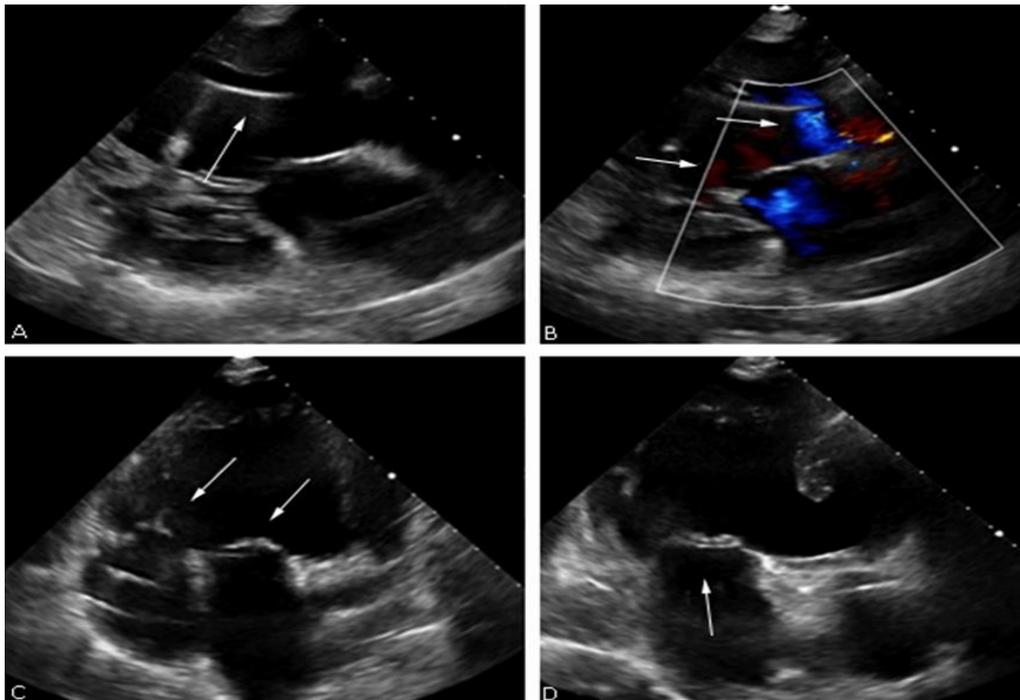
Ecocardiograma transtorácico. A: Proyección paraesternal eje largo: se observa cable de electrodo ventricular (flecha) y ausencia de septum interventricular. B: Doppler color: flujo turbulento ventricular por mezcla de sangre venosa sistémica y pulmonar (flechas). C: Eje apical 4 cámaras: ambas aurículas drenan a ventrículo único (flechas). D: Eje apical 2 cámaras: aurícula izquierda drena a ventrículo único (flecha).
